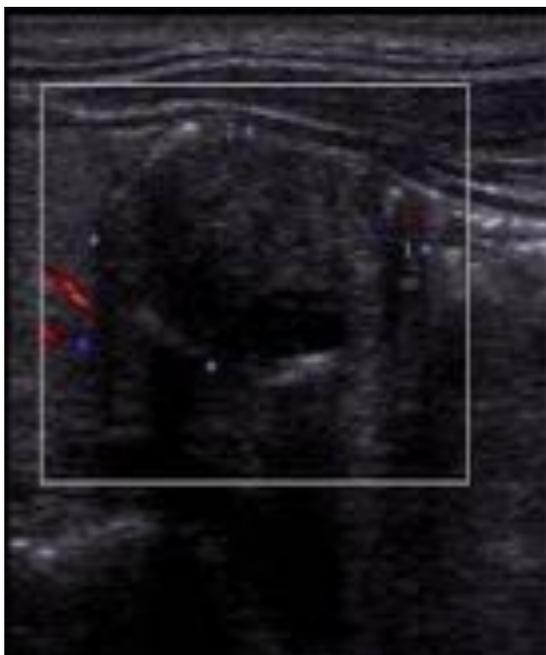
Nódulo tiroideo con calcificaciones periféricas en cáscara de huevo, asociadas a benignidad. Con estudio doppler mostraba ausencia de vascularización.
